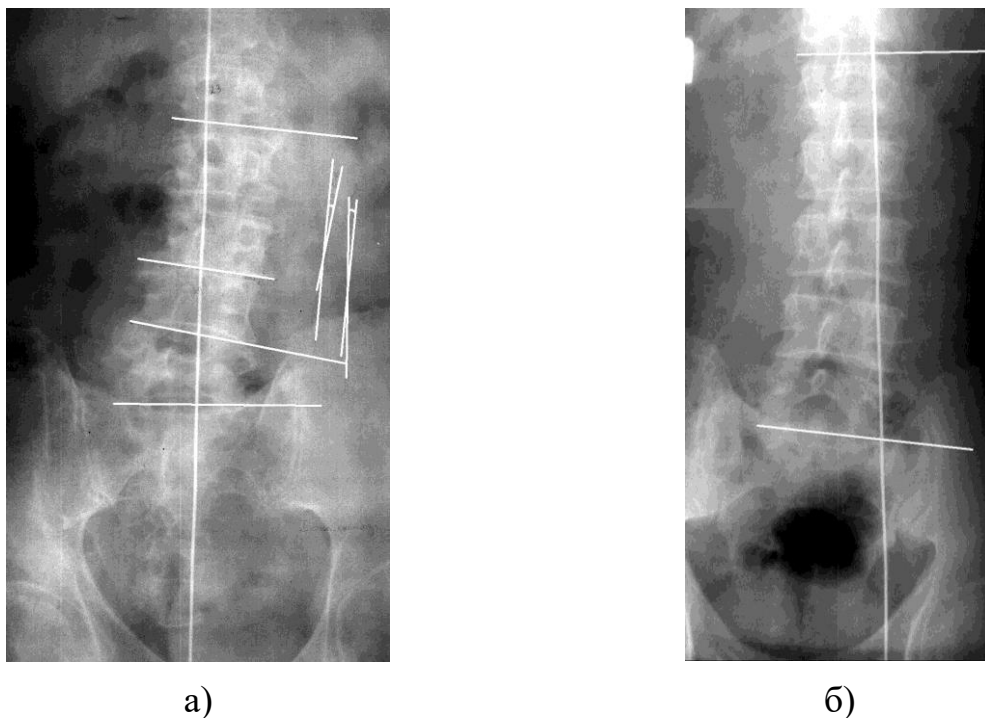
Фотовідбитки передньо-задніх рентгенограм хворого С., 62 років (іст. хвороби №64195) з компенсованим дегенеративним сколіозом (а) та хворої М. (іст. хвороби №57763) з декомпенсованим дегенеративним сколіозом (б).
